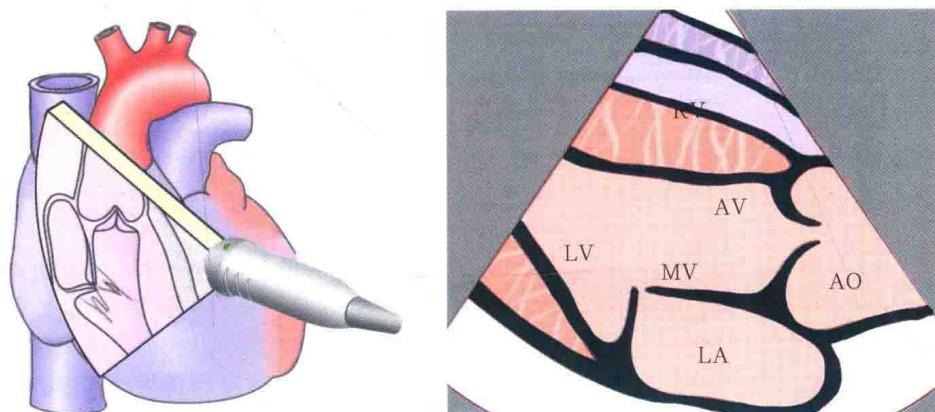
左图显示探头发出声波横切扫描心脏，右图为二维超声显示的心脏左心室长轴切面图像
